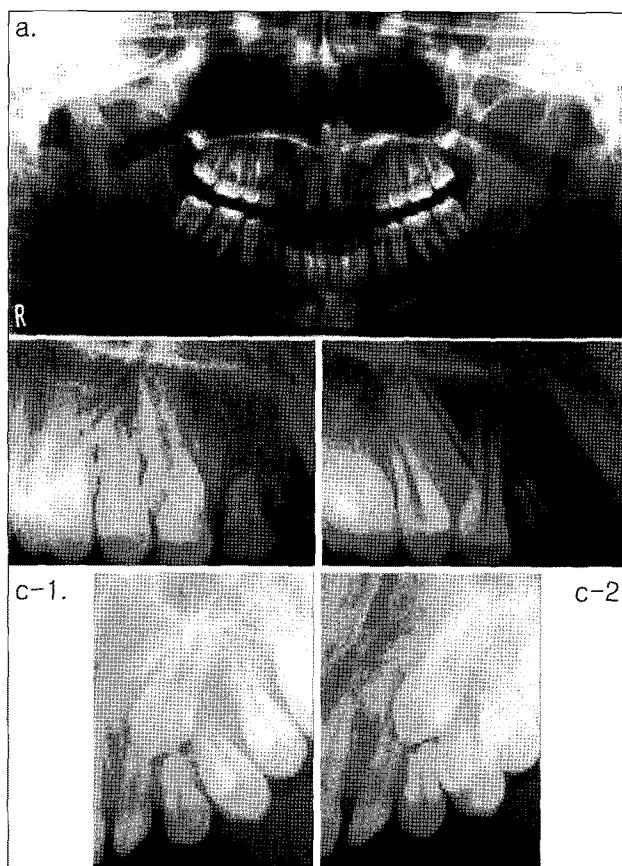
Initial panoramic radiograph (a) showed transposition of maxillary right canine-first premolar, congenital missing of maxillary right lateral incisor and impaction of maxillary left canine. The complete transposed maxillary right canine was located more buccally than the maxillary right first premolar (b-1,2). The impacted maxillary left canine was also located more buccally than the maxillary left first premolar (c-1,2).
